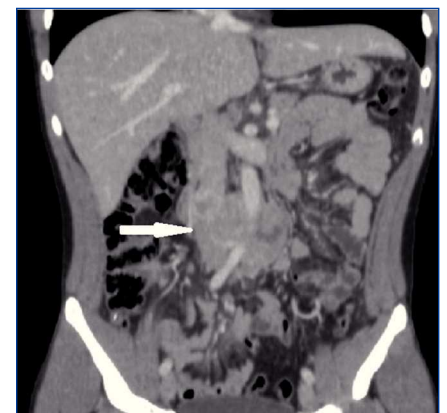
Tomografía computarizada abdomino-pélvica (corte sagital).
